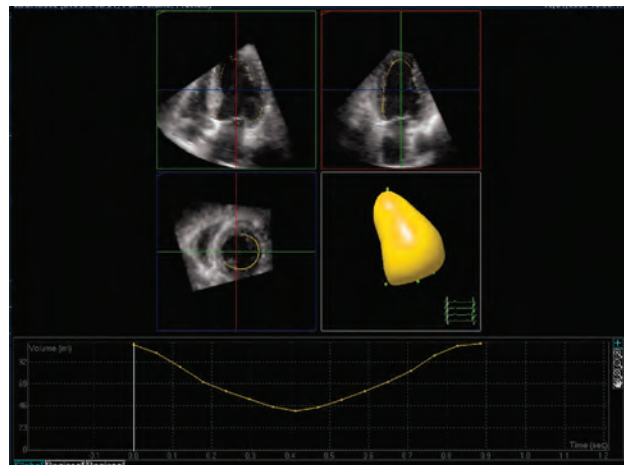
Análisis de la función sistólica del VI por ecocardiografía 3D.
